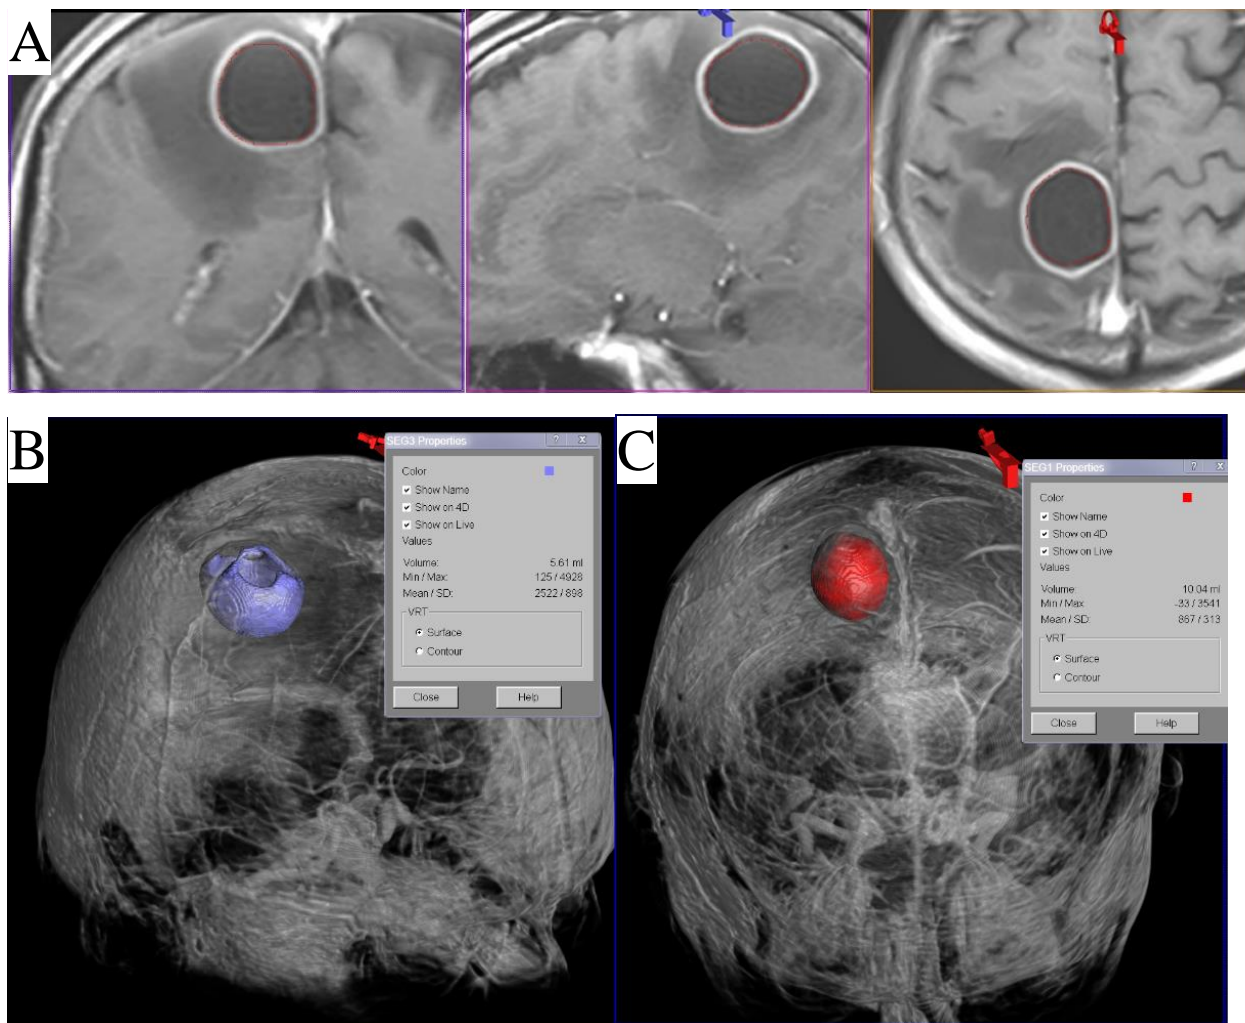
Компьютерное моделирование кистозного метастаза в правой теменной доле в программе 3D Slicer на основе данных МРТ (А); объем кистозного компонента (В); объем солидной части опухоли (С) (И/б 32431/С2023)
